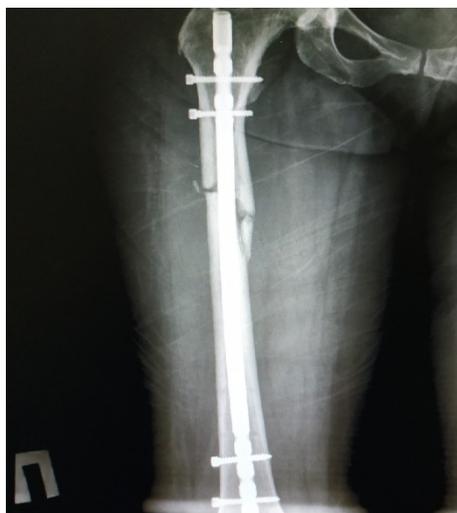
Рентгенография правой бедренной кости от 30.04.2019 года
